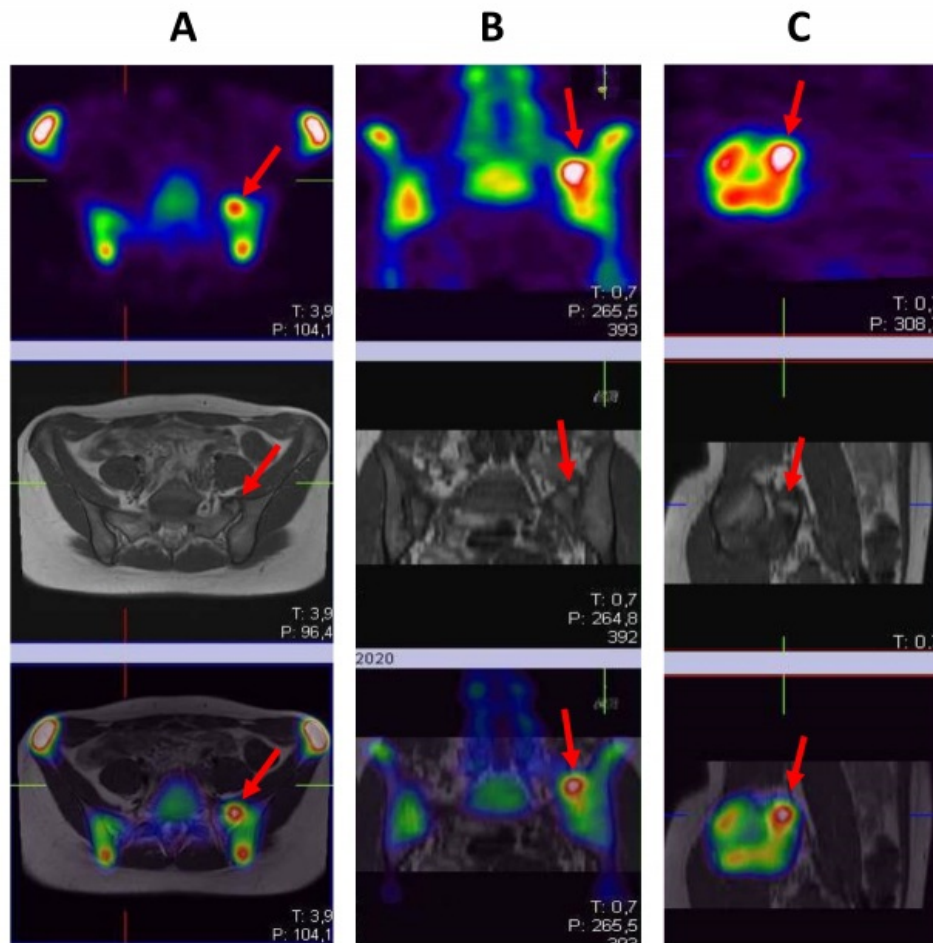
Corte axial (A), coronal (B) y sagital (C) en SPECT, RM y co-registro por software de ambas técnicas imagenológicas (de arriba abajo respectivamente). Las flechas muestran el área de aumento de metabolismo óseo que coincide con la pseudo-artrosis entre la mega-apófisis transversa izquierda de L5 con el alerón sacro e ilíaco izquierdos en la RM.
